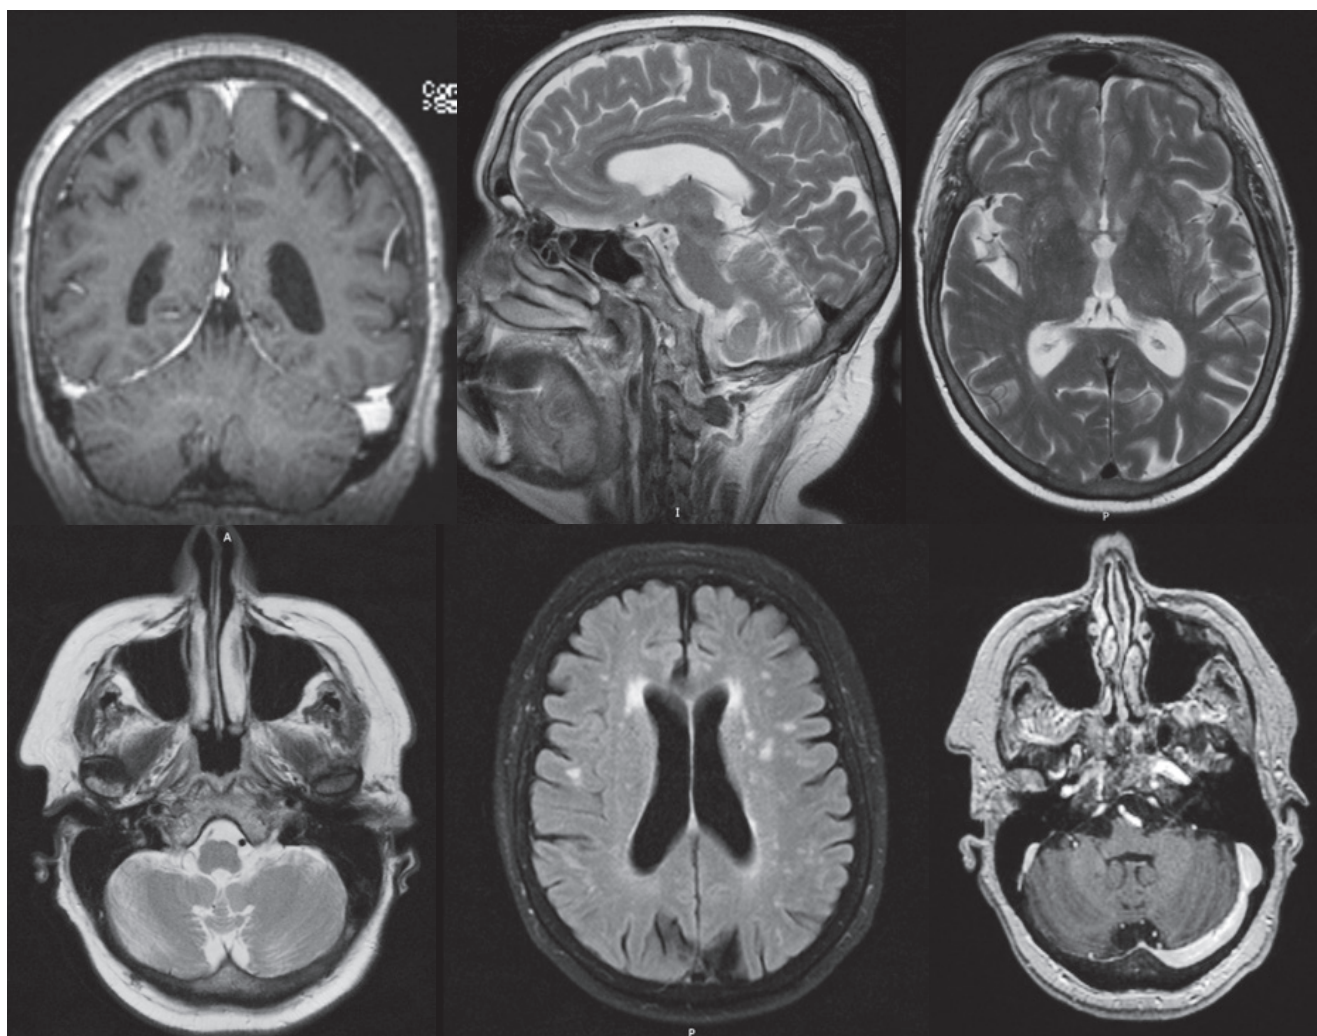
МРТ головного мозга больной Х., 64 года. ПМД на фоне рака тела матки.
